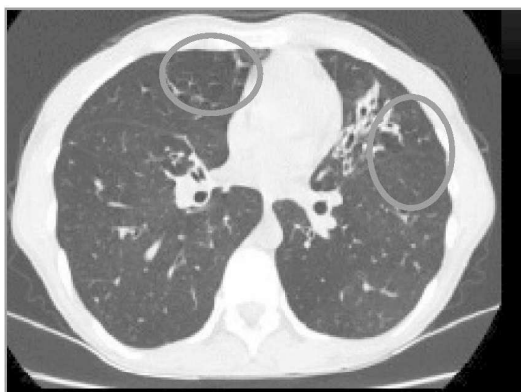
Комп'ютерна томограма грудної порожнини хворого С., 23 років. Муковісцидоз, змішана форма. Середньотяжкий перебіг. Фаза загострення. Визначається нерівномірність («мозаїчність») вентиляції (ділянки гіпервентиляції виділені червоним кольором), зліва в S3 – фіброателектаз (стрілка)
